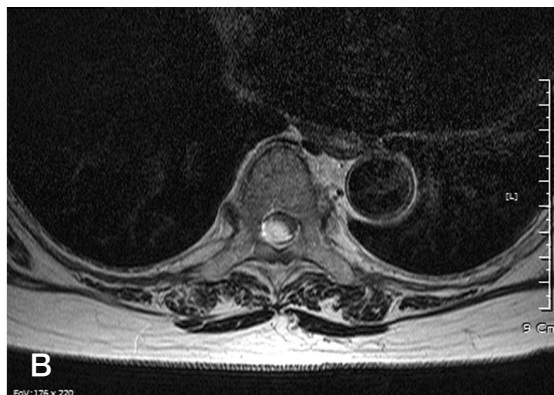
MRI finding of lumbar spine (A) Cystic mass with hyperintense signal area in T2 weighted image at the T7. (B) Tumor mass occupies the almost entire canal in axial views.
